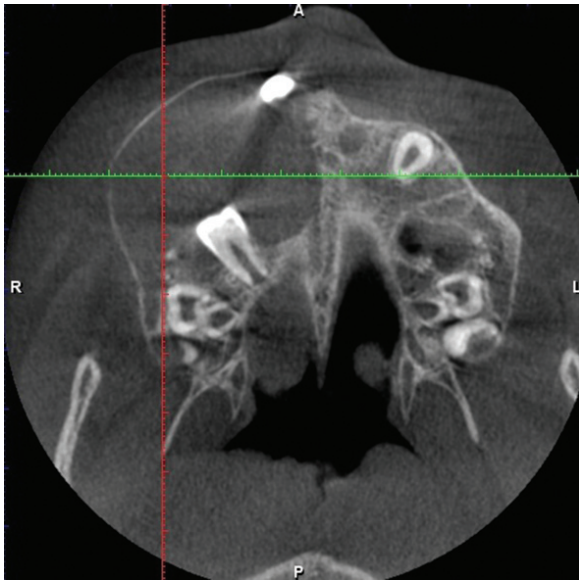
Localizarea și extinderea chistului folicular: A. secțiune CBCT coronală, B. secțiune CBCT axială
